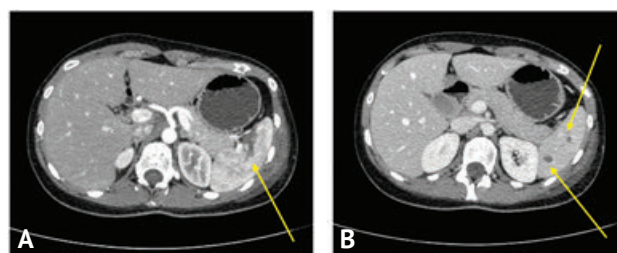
Компьютерно-томографические сканограммы брюшной полости больной Д. (12-е сутки). Дефекты контрастирования паренхимы селезёнки. А — артериальная фаза; В — портальная фаза
